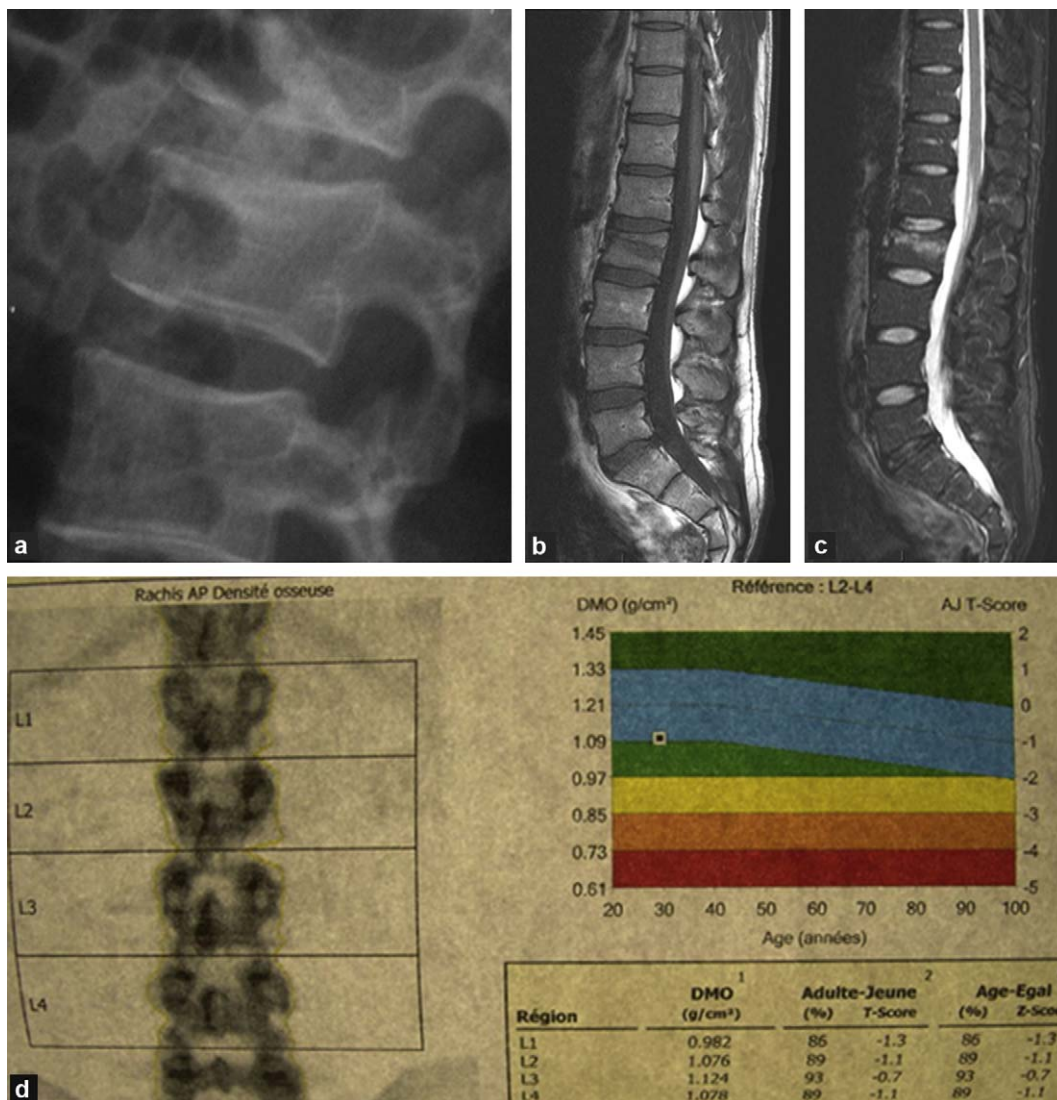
Fracture vertébrale après un traumatisme modéré chez un jeune chef de clinique de radiologie. La recherche d'une fragilité osseuse a mis en évidence une densité minérale à la limite inférieure de la normale et une carence marquée en vitamine D ; a : radiographie de profil centrée sur L2 montrant la fracture du plateau supérieur avec diminution des hauteurs antérieure et moyenne du corps vertébral ; b : IRM, image sagittale T1 ; c : image sagittale en pondération T2 avec saturation du signal de la graisse. Ces images montrent la diminution de hauteur de L2 et les anomalies de signal de type œdème, en bande, situées sous le plateau supérieur ; d : résultats de l'ostéodensitométrie montrant une densité minérale osseuse au rachis à la limite inférieure de la normale.
